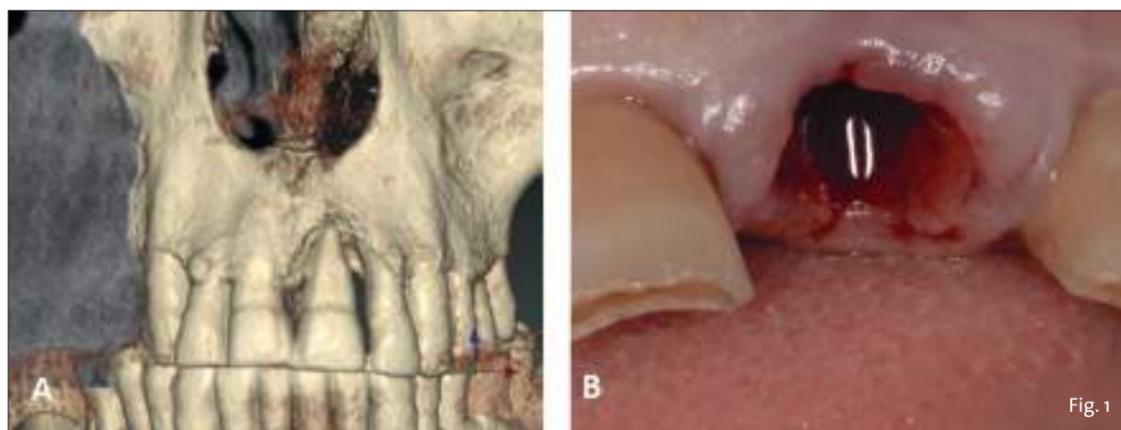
(a) TAC cone beam che mostra la perdita ossea a livello dell'elemento 2.1; (b) estrazione atraumatica dell'elemento dentale 2.1.
